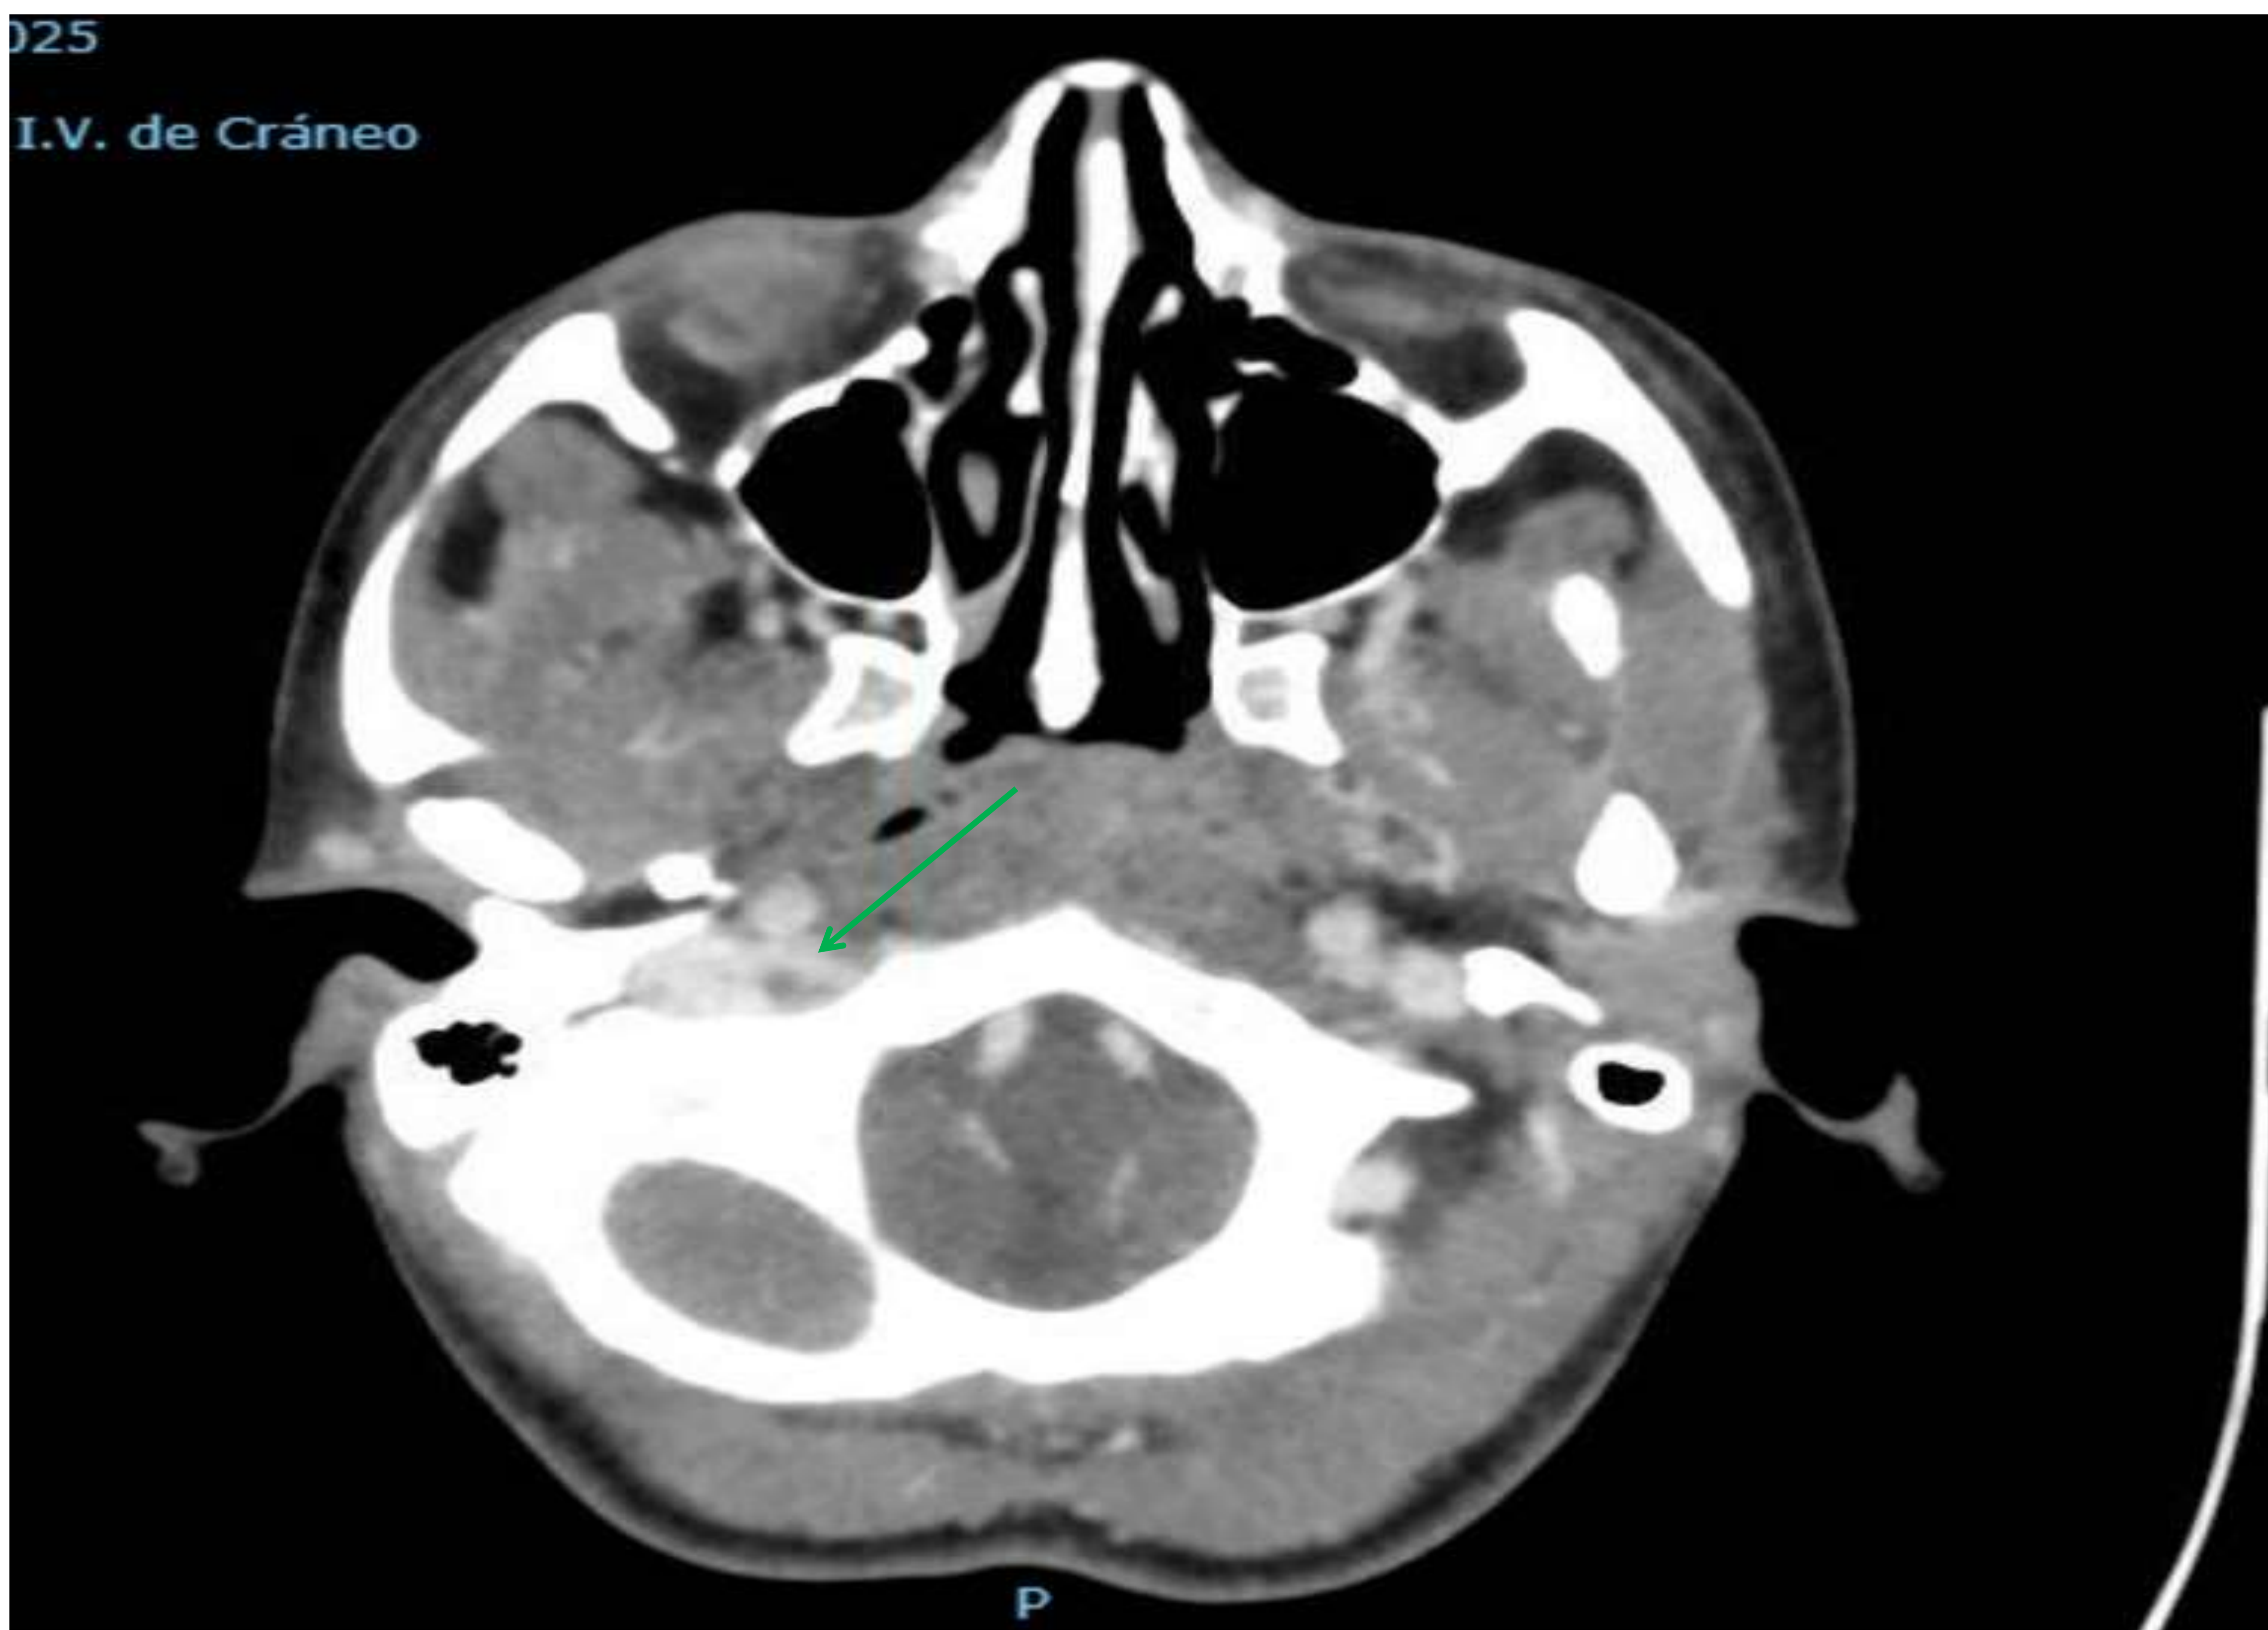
TC de cráneo con contraste iv. Defecto de repleción lineal (flecha verde) en región anterior intraluminal de tercio proximal y medio de vena yugular interna derecha. Los hallazgos son compatibles con tromboflebitis infecciosa secundaria a infección primaria orofaríngea (síndrome de Lemierre).
